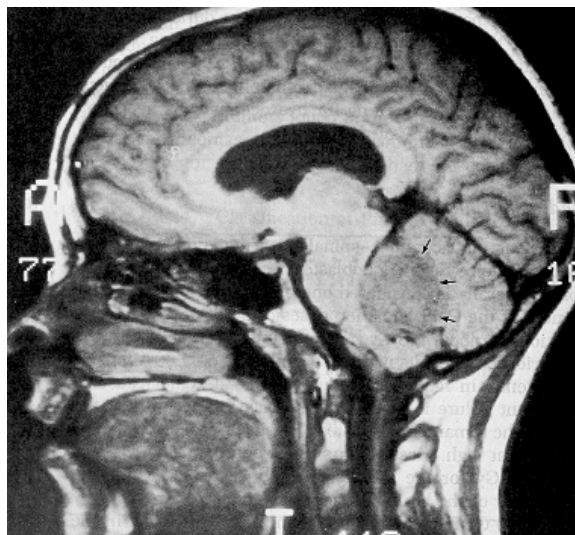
Kranielle Magnet-Resonanz-Tomographie eines Patienten mit einem Medulloblastom in der hinteren Schädelgrube; MRT in T1-Wichtung (aus „Cancer“, DE VITA & ROSENBERG, 1989);*
